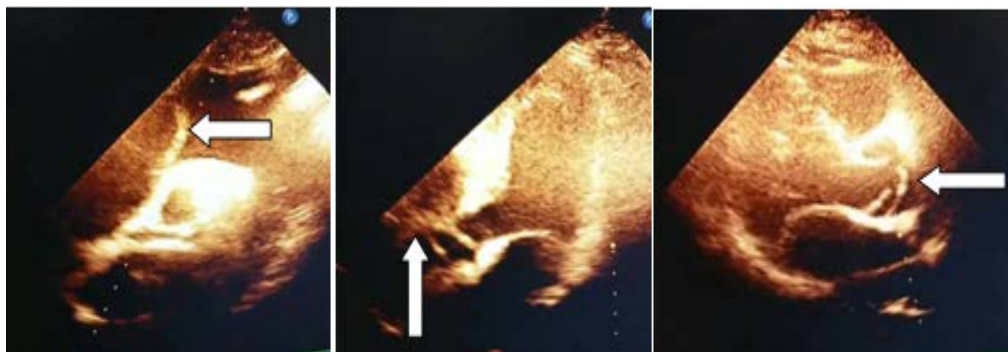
Ecocardiograma. Vista eje largo paraesternal izquierdo (derecha), vista apical de 3 cámaras (centro) vista supraesternal (izquierda). Se observa flap intimal en aorta ascendente (flechas).
